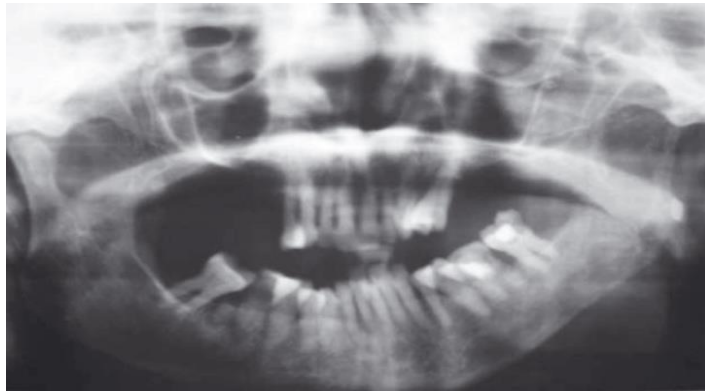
Imagerie panoramique (gauche) et TDM (droite) d'une métastase osseuse de l'angle mandibulaire et de la branche montante droites chez une patiente traitée pour un carcinome canalaire du sein (source : Bouslama S, 2010)
